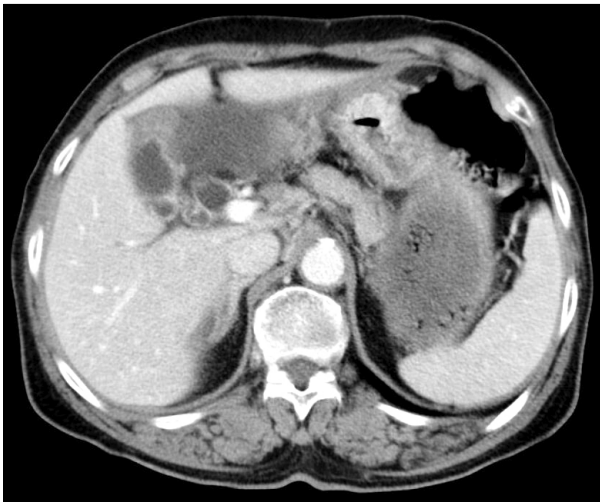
CT scan of abdomen. It showed a focal gallbladder wall thickening and fluid collection in the subhepatic space. There was no definitive connection between the fluid collection and the gallbladder.
